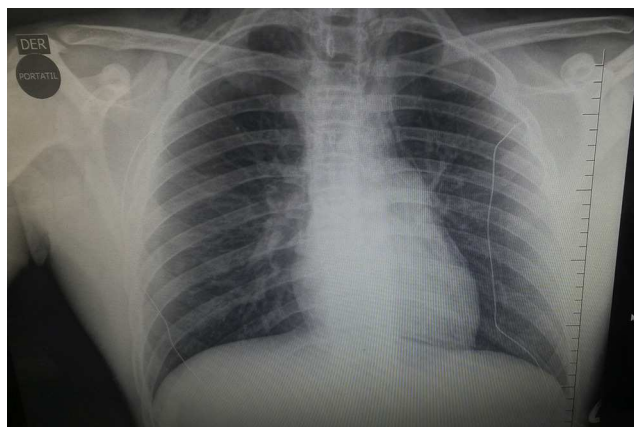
Radiografía de tórax anteroposterior que muestra línea radiolúcida hacia ápex pulmonar bilateral sugestiva de neumomediastino.
